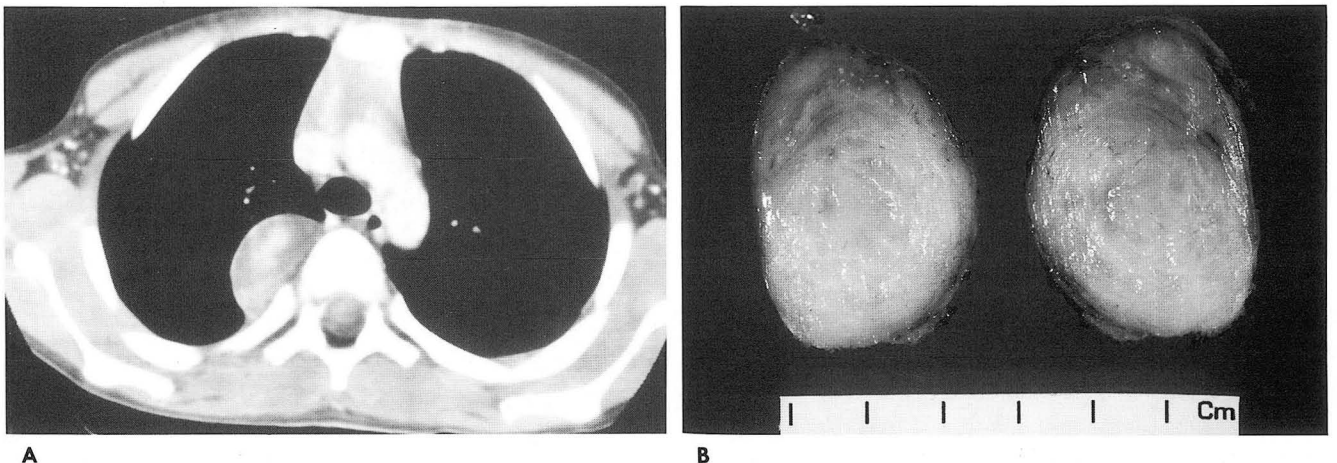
A. Post-contrast CT scan shows a well defined round mass with multifocal round enhancement at the right paravertebral area.
